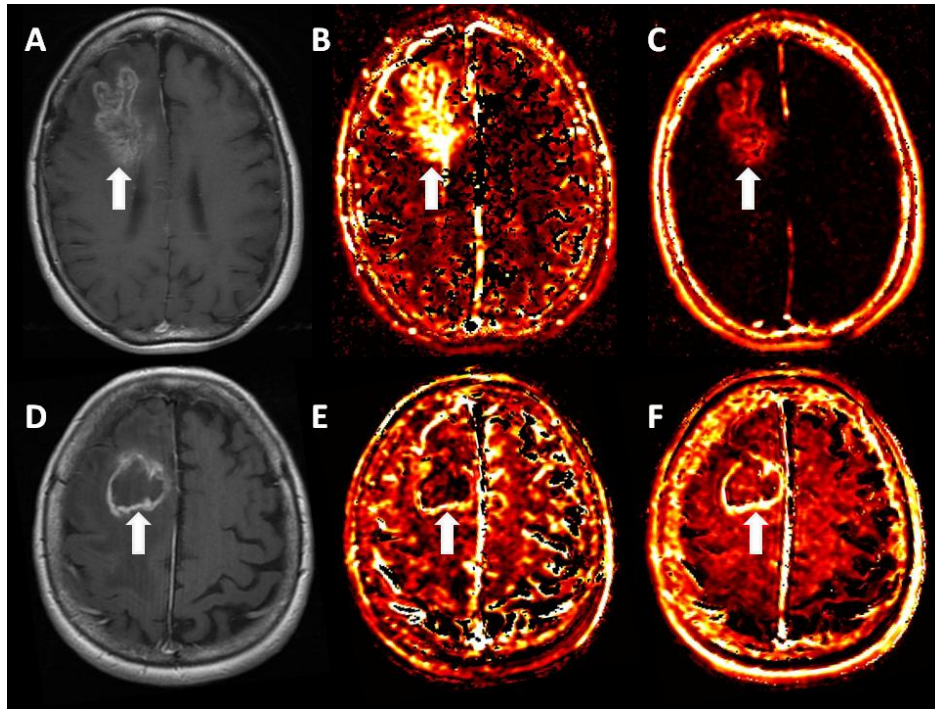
Representative DCE-MR images and parametric maps from a patient with EGFRvIII-positive glioblastoma. Axial contrast T1-weighted (A) image demonstrates a large heterogeneously enhancing tumor in the right frontal lobe. Corresponding VP (B) and K^{trans} (C) maps reveal increased perfusion and increased leakiness, respectively, as indicated by the arrows. Matching images in a non-EGFRvIII glioblastoma in the right frontal lobe (D-F) show little increase in VP or K^{trans} .
